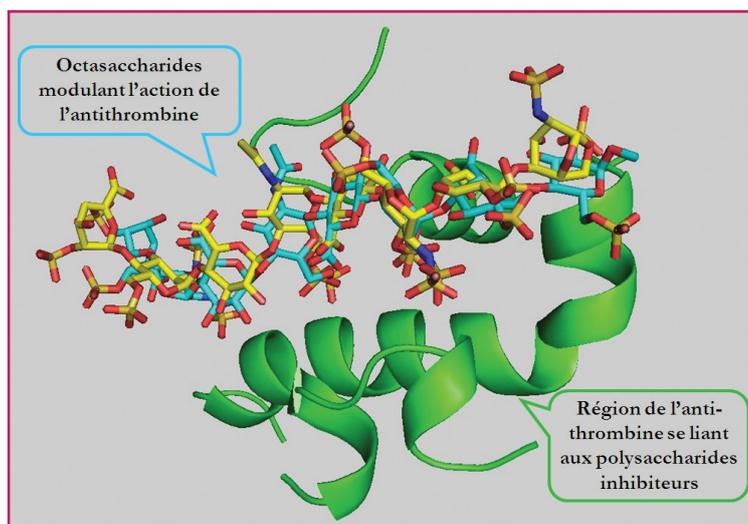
Modélisation à partir des données RMN du complexe binaire antithrombine-polysaccharide.
